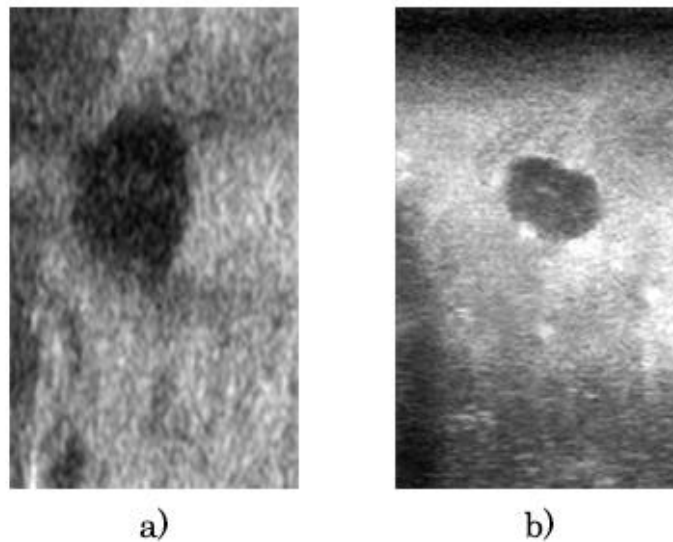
Imágenes de ultrasonido de a) mama con tumor y b) maniquí de agar (tumor) con maniquí de PVA (mama).
